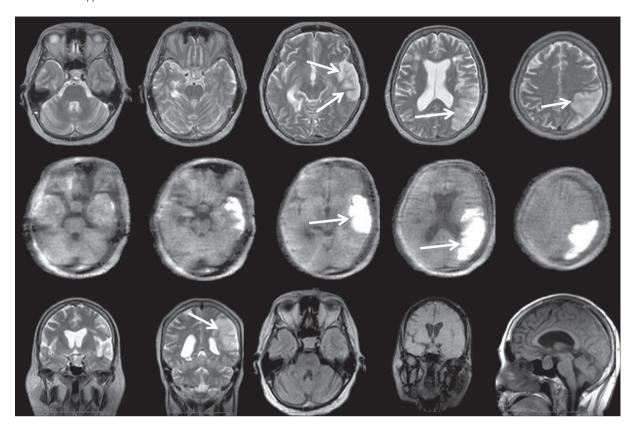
МРТ головного мозга. На аксиальных, коронарных срезах МРТ в T1-взвешенных и диффузно-взвешенных режимах определяется изоинтенсивный сигнал из опухолевой массы (стрелка) и локальный участок с гиперинтенсивными характеристиками, соответствующий бассейну среднемозговой артерии (стрелка). На аксиальных, коронарных и сагиттальных срезах в T2-режимах визуализируется гомогенная интраселлярная масса, компримирующая хиазму зрительных нервов и кавернозный синус.
